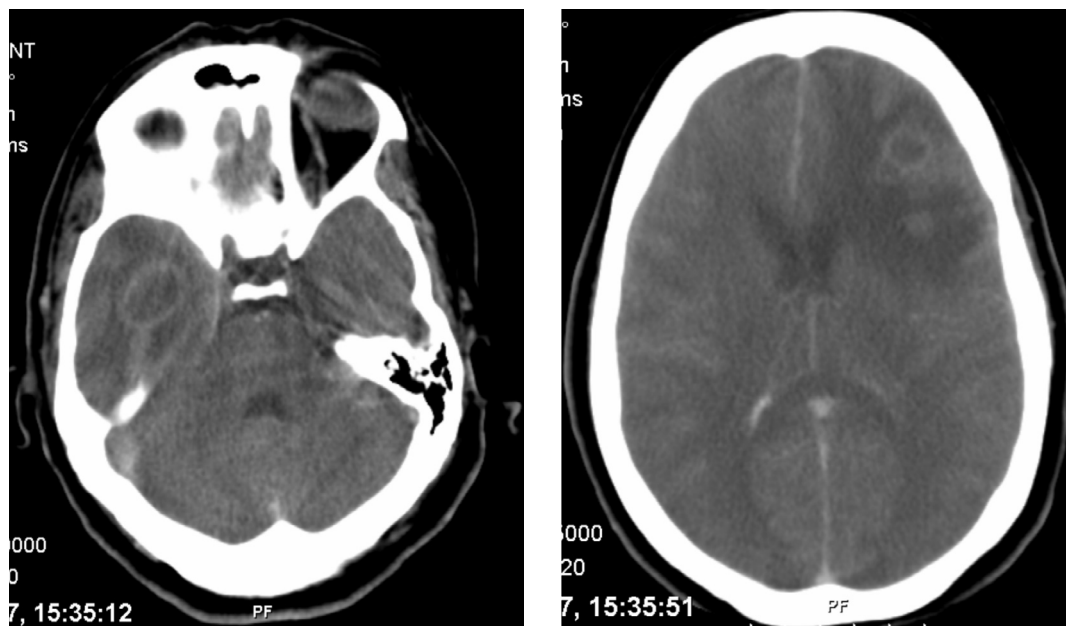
TC cerebral: lesões com captação anelar de contraste, localizadas nos lobos temporal direito e frontal esquerdo com edema periférico associado, compatíveis com AC múltiplos
